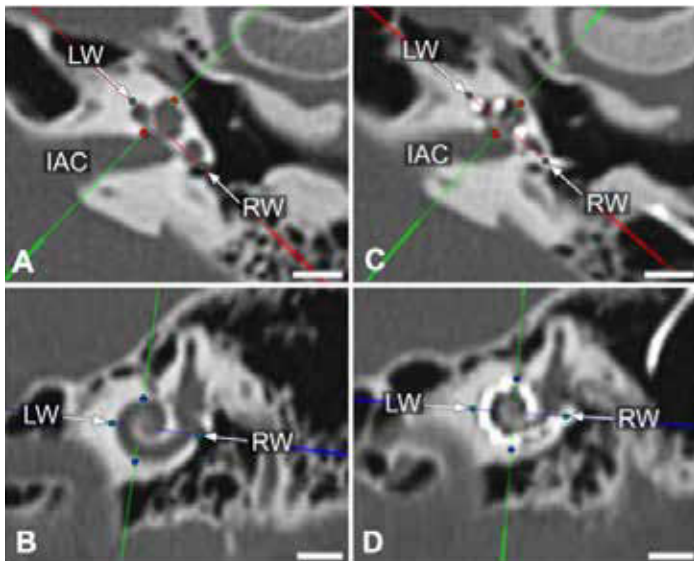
Vermessung Cochlea aus CT vor (A und B) und nach der Implantation mit einer Cochlea-Implantat-Elektrode. LW: Laterale Wand; IAC: Innerer Gehörgang (englisch: „internal auditory canal“); RW: Rundes Fenster (englisch: „round window“). Angepasst aus: (Breitsprecher et al., 2023).
